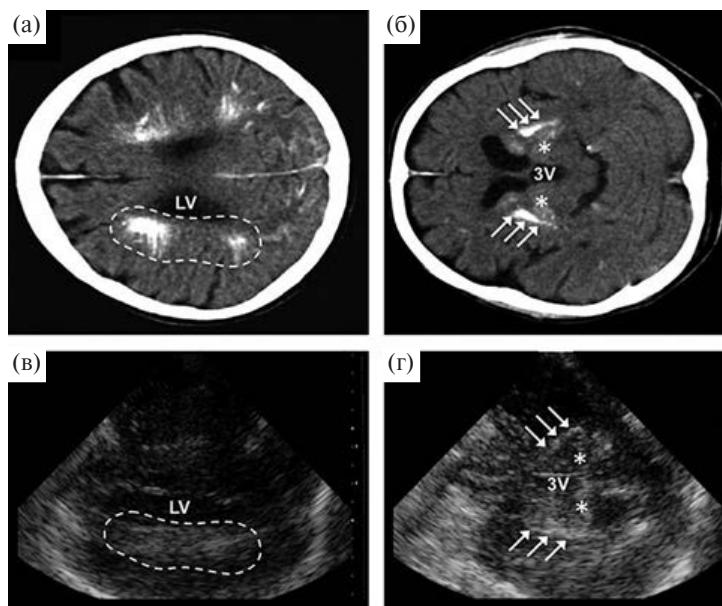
Нейровизуализационные признаки стриатопаллидодентатной кальцификации (болезни Фара). При КТ выявляются обширные перивентрикулярные кальциевые депозиты (а, пунктирная линия; LV – боковой желудочек), а также интенсивная кальцификация обоих стриатумов (б, стрелки) и таламусов (б, звездочки). ТКС на уровне центральной части бокового желудочка (в) и на уровне III желудочка (3V) и таламусов (г) позволяет выявить выраженные гиперэхогенные участки, соответствующие КТ-гиперинтенсивным областям (а, б) (Brüggemann et al., 2010б).
